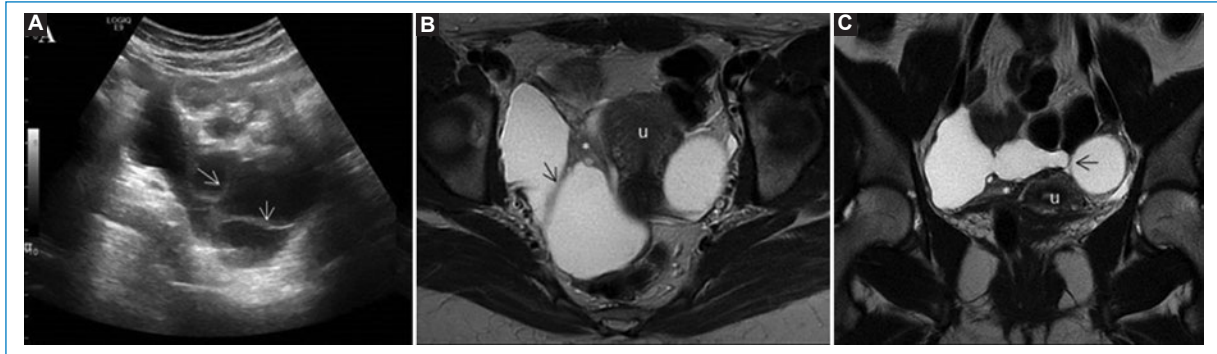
Quiste de inclusión peritoneal. Ecografía abdominal que muestra una tumoración quística multiseptada (flecha) localizada adyacente al ovario derecho (asterisco) (A). En la RM pélvica en secuencia axial (B) y coronal (C) en T2 se muestra hiperintensa y engloba al ovario derecho y al útero (u).
